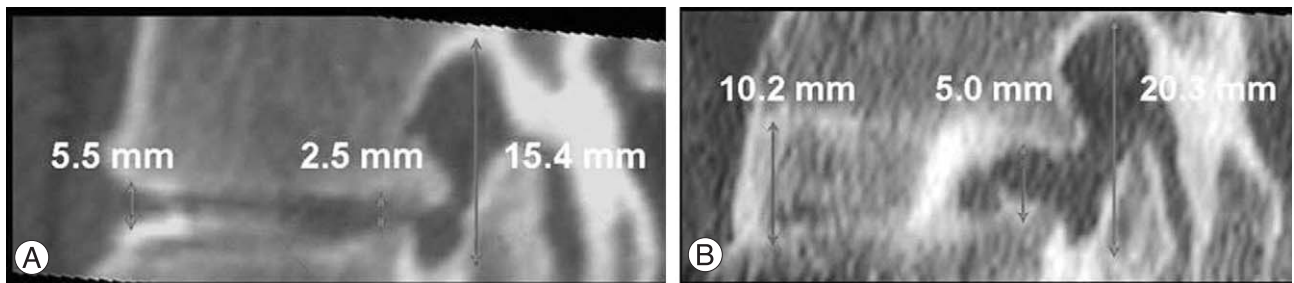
A 62-year-old woman with spinal stenosis on L4-5 that treated anterior interbody fusion with pedicle screw fixation. (A) Left side sagittal reconstruction image of preoperative CT scan (B) Left side sagittal reconstruction image of seven-month postoperative CT scan shows marked increase of the disc height, width and area of neural foramen.
